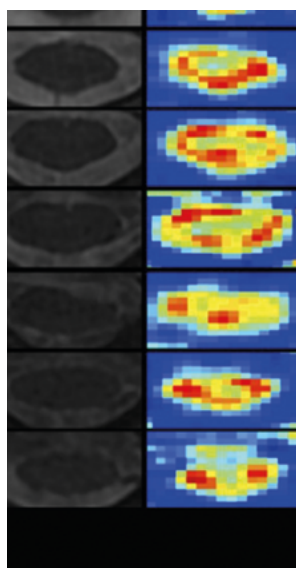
ДТ МРТ с измерением и визуализацией фракционной анизотропии на разных уровнях межпозвонковых дисков
